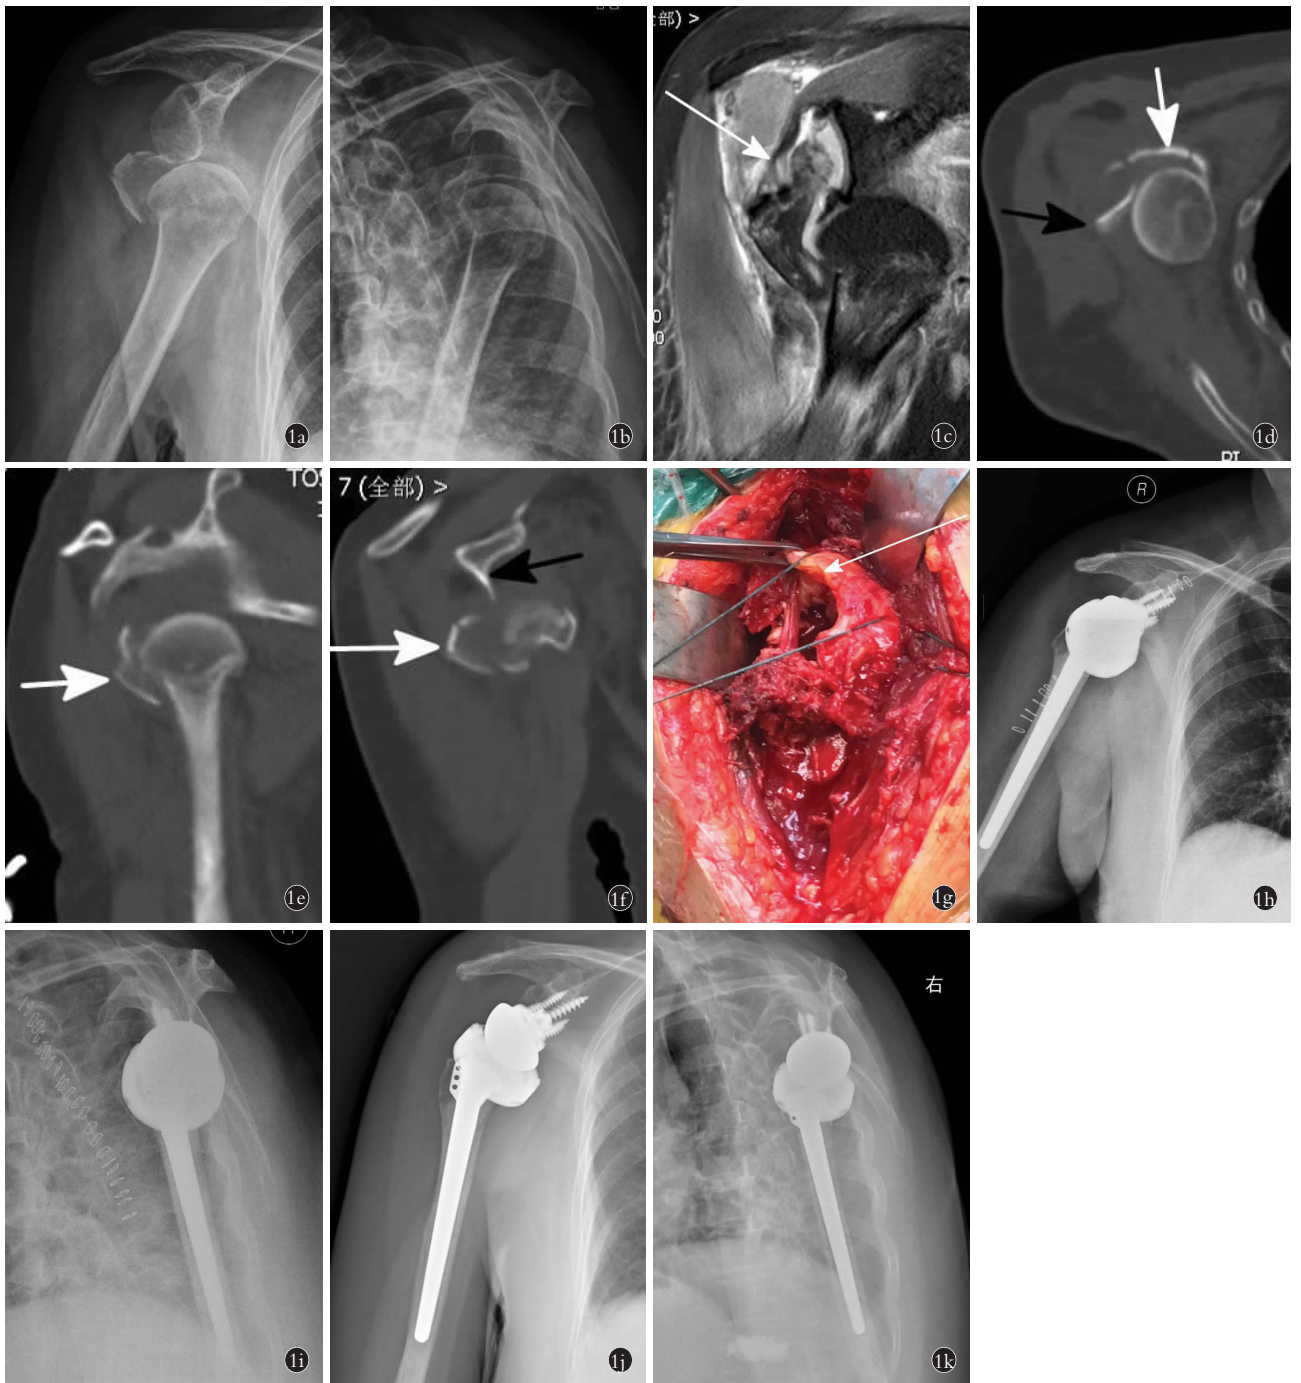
患者,女,75 岁,摔倒致右侧肱骨近端骨折 1a. 术前正位 X 线片示肱骨近端骨折类型为 3 部分骨折脱位,大结节粉碎 1b. 术前侧位 X 线片示肩关节前脱位,大结节骨折移位明显 1c. 术前 MRI 示明显冈上肌肌腱连续性丧失,如箭头所示 1d,1e,1f. 术前 CT 示肱骨头向肩胛盂(黑色箭头)前方脱位,大结节骨折块(白色箭头)粉碎 1g. 术中照片可见冈上肌肌腱断裂,与大结节骨块分离,如箭头所示 1h,1i. 术后第 2 天正侧位 X 线片示大结节骨折块复位良好,肱骨侧骨水泥假体固定稳定,肩胛盂侧假体向远端倾斜 15°,关节对合关系满意 1j,1k. 术后 8 个月正侧位 X 线片示假体位置满意,大结节骨折块愈合
